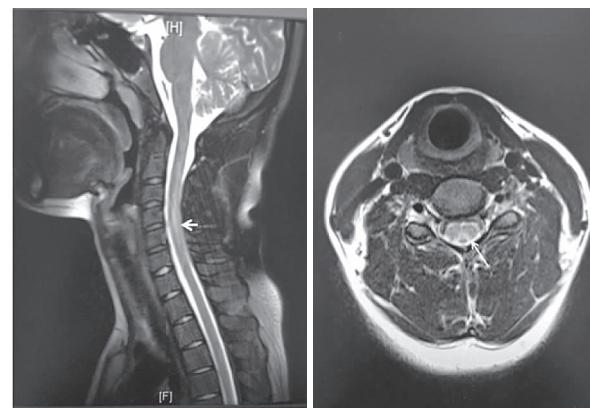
颈椎MRI T₂WI(C2-C5)示后索长T₂异常信号(短箭头),横断面称倒V形长T₂信号(长箭头)
